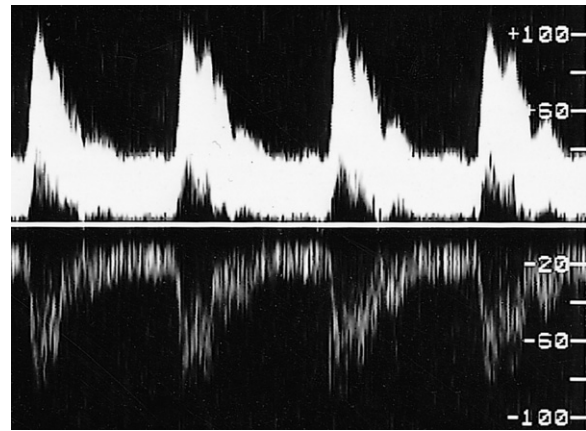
Im Dopplerspektrum erscheint unterhalb der Nulllinie ein Spiegelbild, wenn die Verstärkung (*Gain*) des Dopplergerätes zu hoch eingestellt ist.
